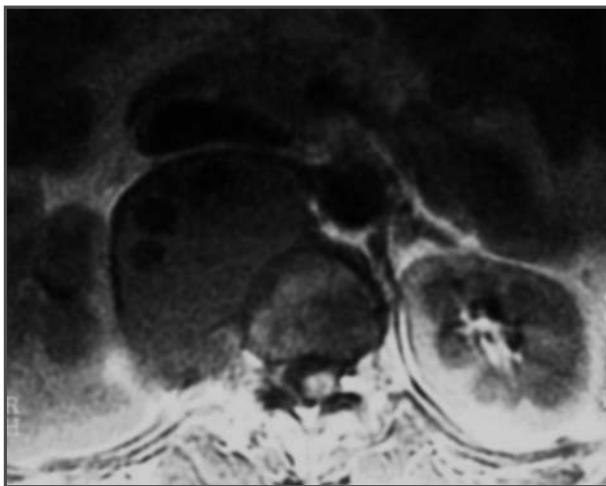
Corte axial en RM en ventana T1 con masa extraósea que invade el retroperitoneo, junto con la propia invasión medular.
